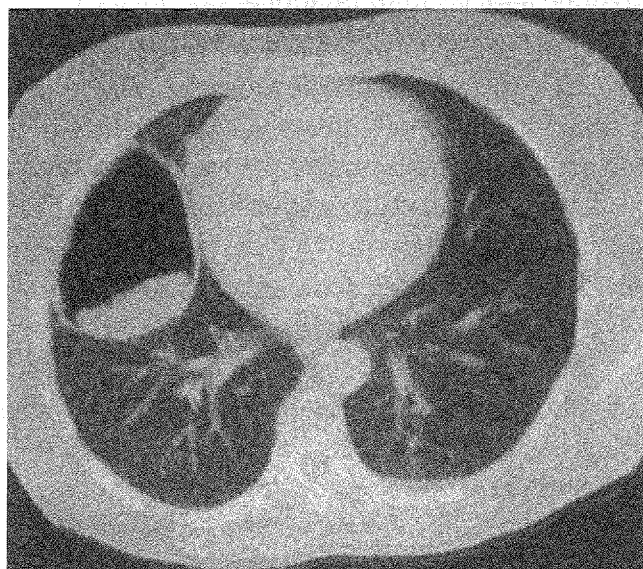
CT toracic. Chist hidatic pulmonar drept rupt și evacuat cu membrana restantă.
